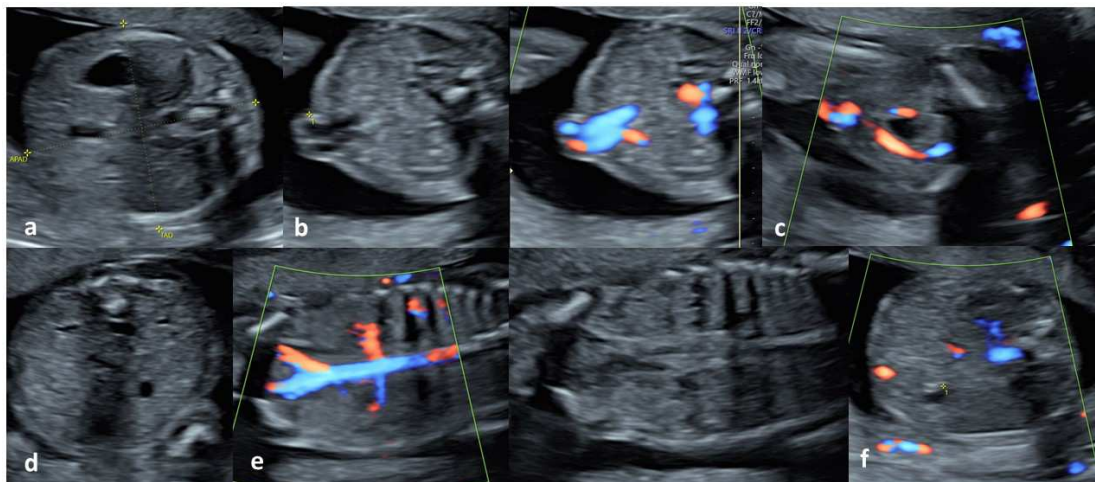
Imagens do abdome fetal. 27a. Imagem axial com a presença do estômago. 27b. Inserção abdominal do cordão umbilical com e sem Doppler. 27c. Imagem da inserção do cordão umbilical com as duas artérias umbilicais ao lado da bexiga fetal. 27d. Corte axial dos rins com a visualização da pelve renal. 27e. Corte coronal com e sem Power Doppler dos rins com as artérias renais. 27f. Imagem axial do abdome fetal com Power Doppler demonstrando a vesícula biliar sem fluxo.
